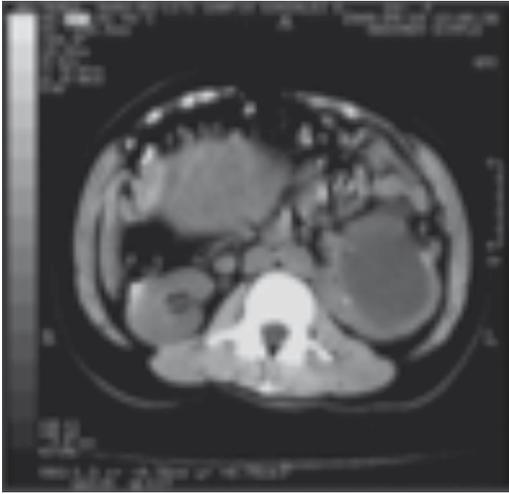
Tomografía renal con lesión quística.
